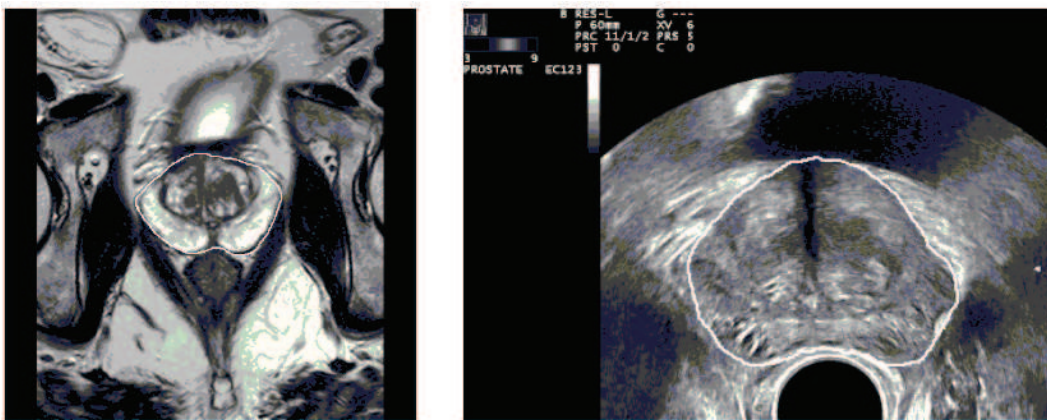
Différences de forme et d'apparence de la prostate dans l'IRM de planification (à gauche) et l'échographie per-opératoire (à droite).
